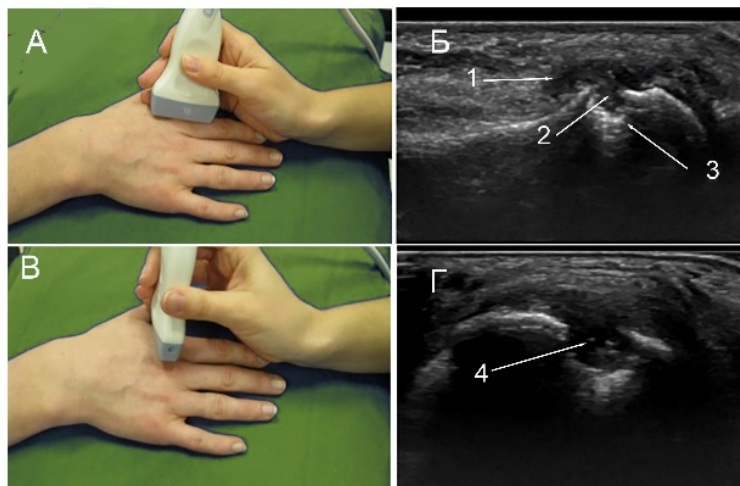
Внешний вид и результаты УЗИ исследований пациентки
